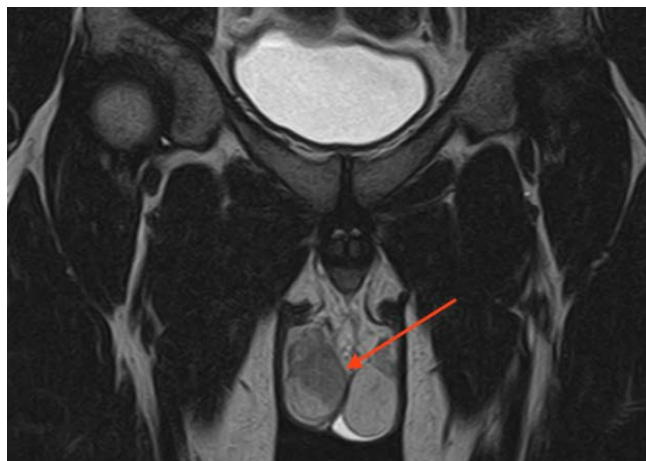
Пациент П., 27 лет. Семинома pT2-стадия, подгруппа Ib. МРТ органов малого таза с внутривенным контрастным усилением. Размер правого яичка – 37×19×31 мм, размер герминогенной опухоли (стрелка) – 30×22×20 мм с неоднородным накоплением контрастного препарата; размер левого яичка – 33×26×20 мм
